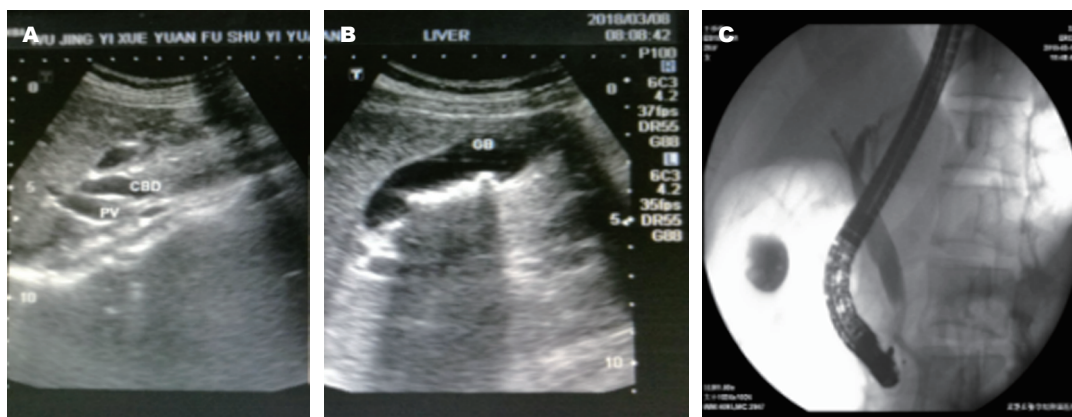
病例2影像学表现。A: 彩超示胆总管中上段约10 mm; B: 超声示胆囊内最大径约7 mm多个高回声团块, 后伴声影, 随体位可移动; C: 内镜逆行胆胰管造影示: 胆总管中上段轻度扩张, 下端可见充盈缺损影。
